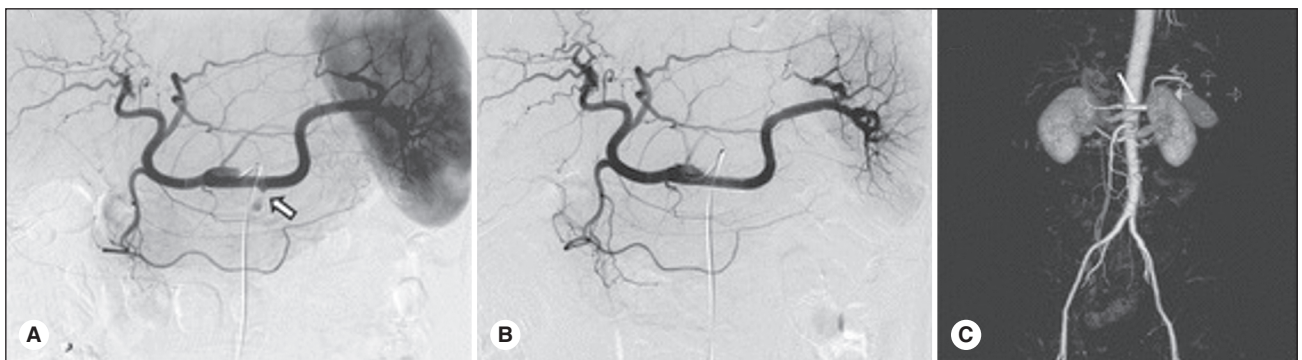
Ангиографія та ендovasкулярне лікування: А. При ангиографії селезінкової артерії виявлена 5-мм мішкоподібна аневризма селезінкової артерії (стрілка). В. Аневризма селезінкової артерії після імплантації 28-мм Jostent. С. На КТ-ангиографії, отриманій через 10 днів після процедури, аневризма селезінкової артерії була повністю виключена (стент, стрілка) ([45], ліцензія 4.0 CC BY-NC-ND)
